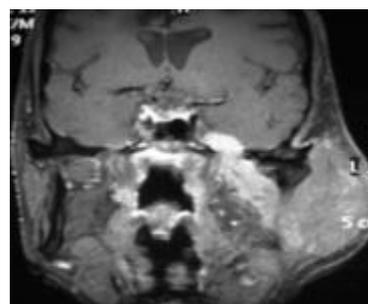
IRM en séquence T1, coupe coronale après Gado: Extension tumorale péri neurale (le long du V3) et envahissement du sinus caverneux gauche à travers le foramen ovale.
